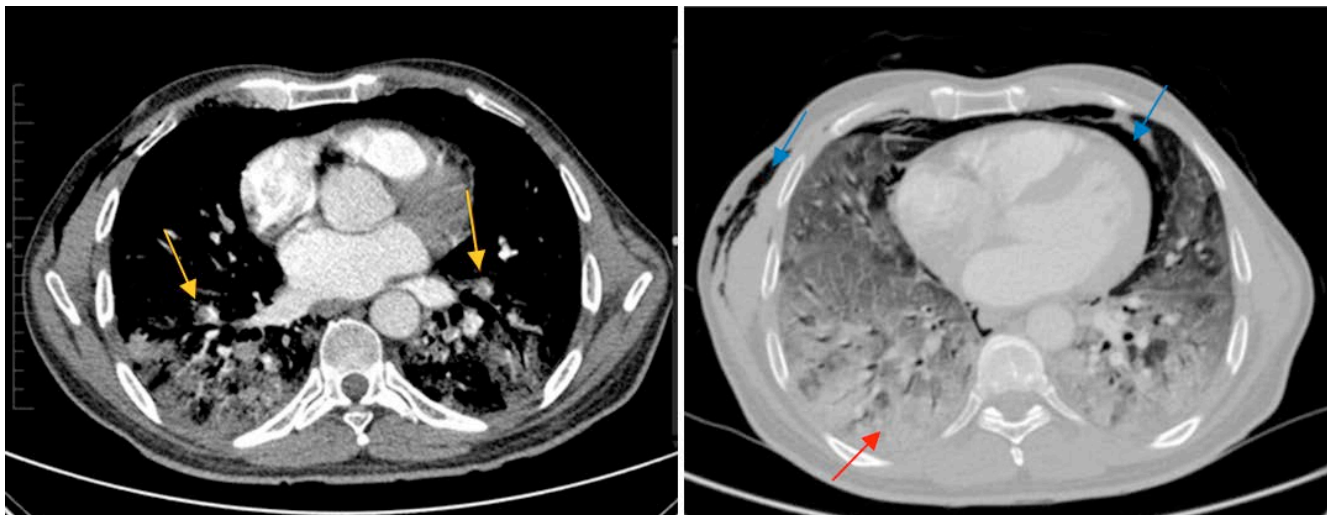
Angio-TC de tórax. Embolia pulmonar (*flechas amarillas*, ventana mediastino). Consolidaciones y áreas en vidrio deslustrado (*flecha roja*). Neumomediastino, neumotórax y enfisema subcutáneo (*flechas azules*).
